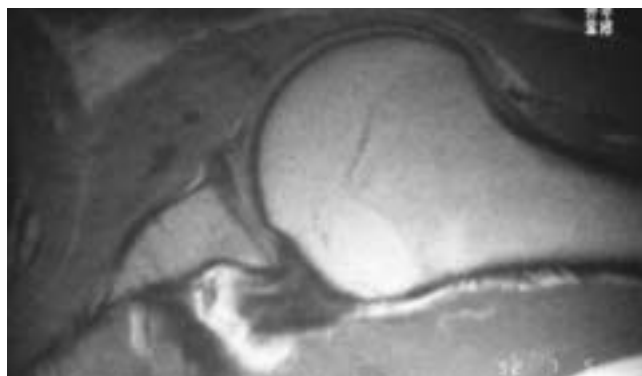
Tendinopathie de la coiffe sur RMN.
